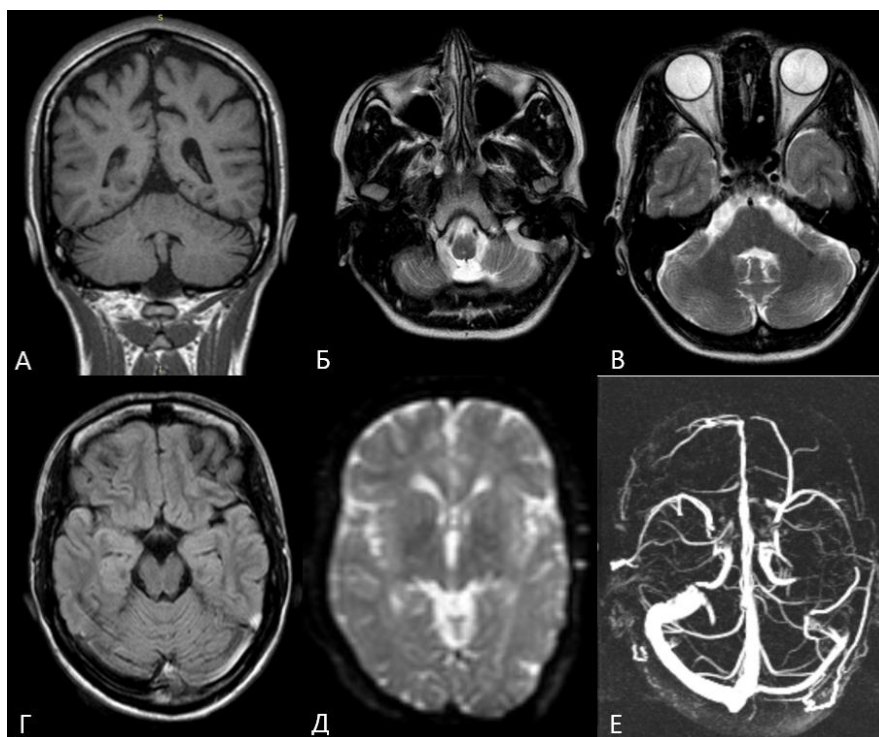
МРТ-изображения пациентки с тромбозом левых поперечного и сигмовидного церебральных венозных синусов. А – режим T1-ВИ, Б-В – режим T2-ВИ, Г – режим T2 d-f (FLAIR), Д – режим DWI, Е – МР-веносинусография
